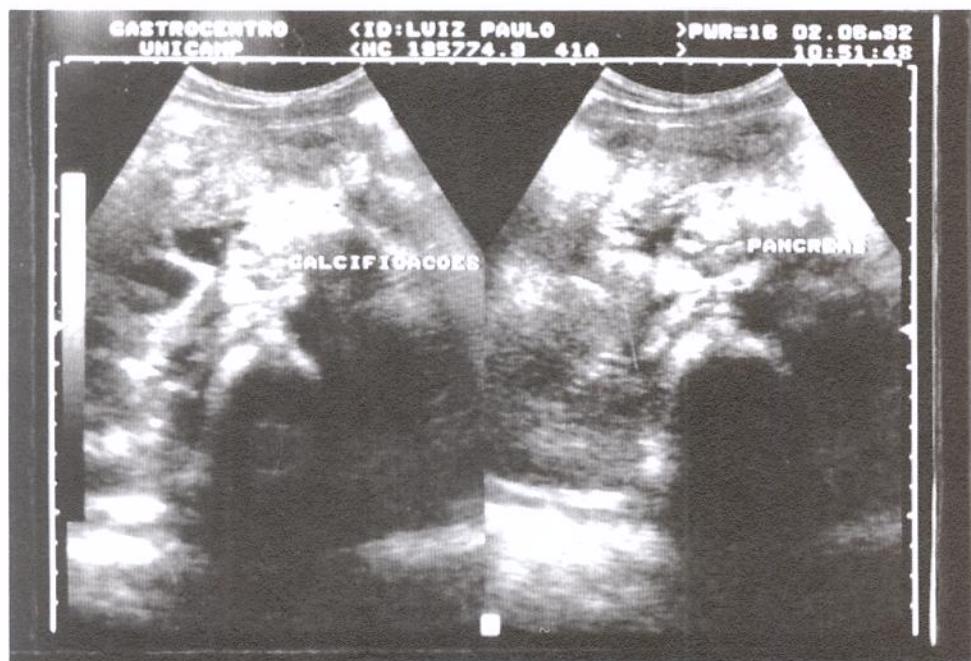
Ultra-sonografia pancreática mostrando, na secção transversal do pâncreas, dilatação irregular do pancreático principal e calcificações no parênquima.
